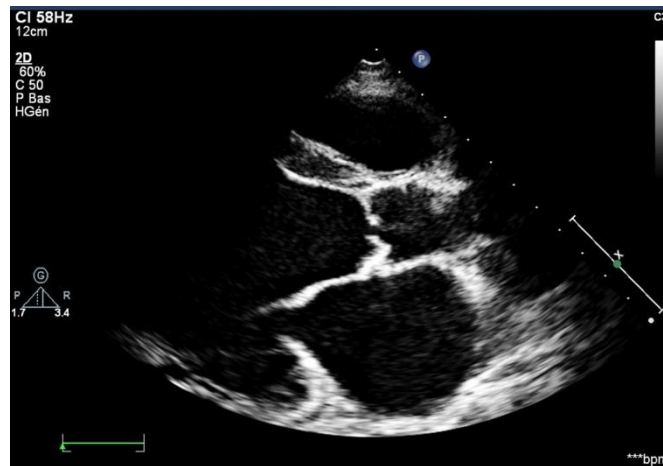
Incidence parasternale grand axe montrant l'épaississement valvulaire avec un diastasis de la valve aortique en diastole au cours d'une atteinte rhumatismale.
